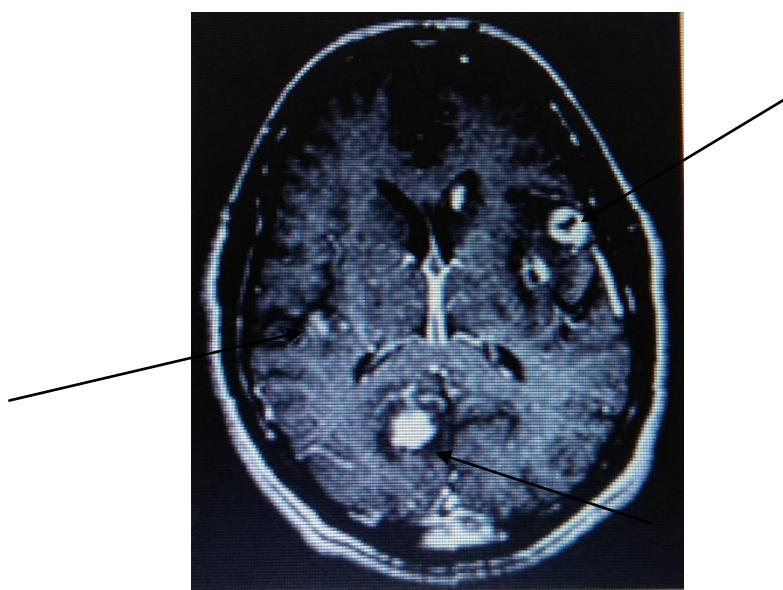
МРТ – картина церебрального токсоплазмоза
